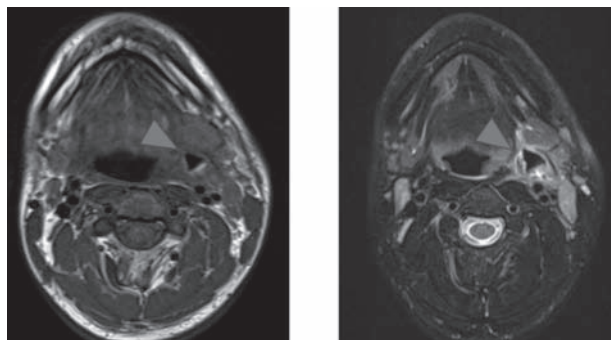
頸部MRI所見（左：T1強調像、右：T2強調像）
